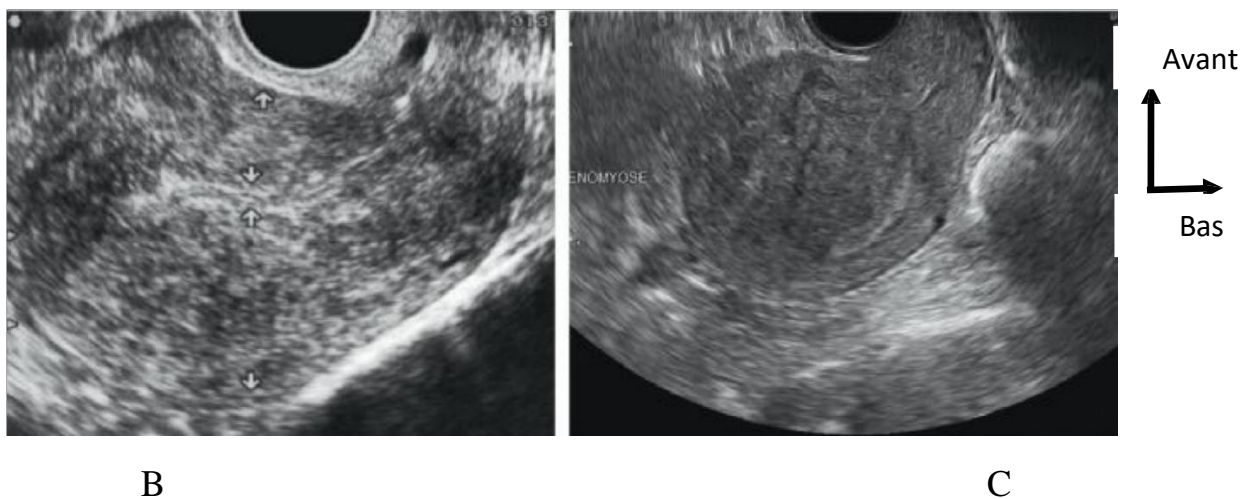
Adénomyose : Épaississement du mur postérieur. B et C. Échographie : épaississement du mur postérieur de l'utérus (→) qui est le double de la paroi antérieure en échographie par voie sus-pubienne (B) et vaginale (C) [17].
